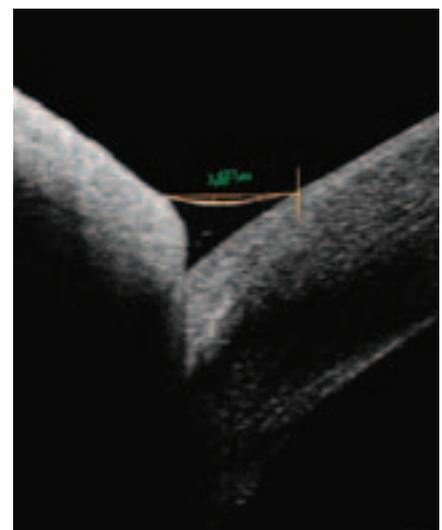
Когерентная томография слезного мениска (по данным ОСТ RTVue-100).
